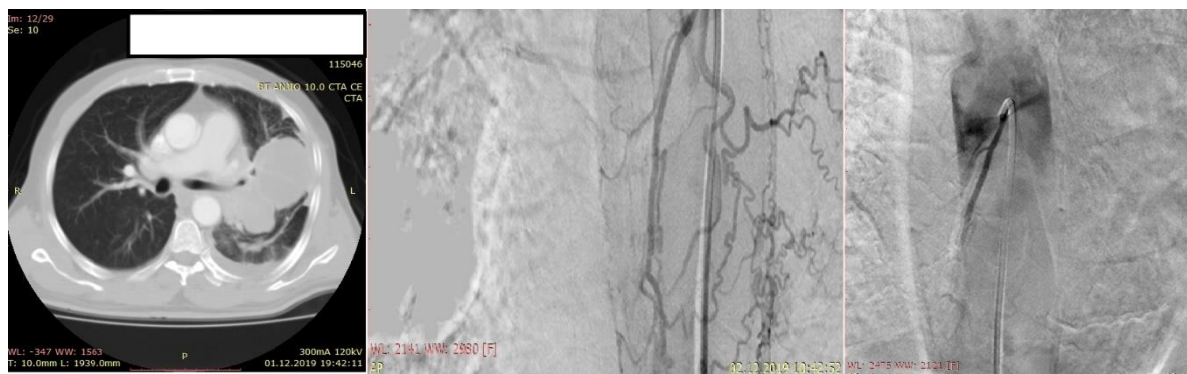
CT and angiographic images of patients with squamous cell lung cancer
